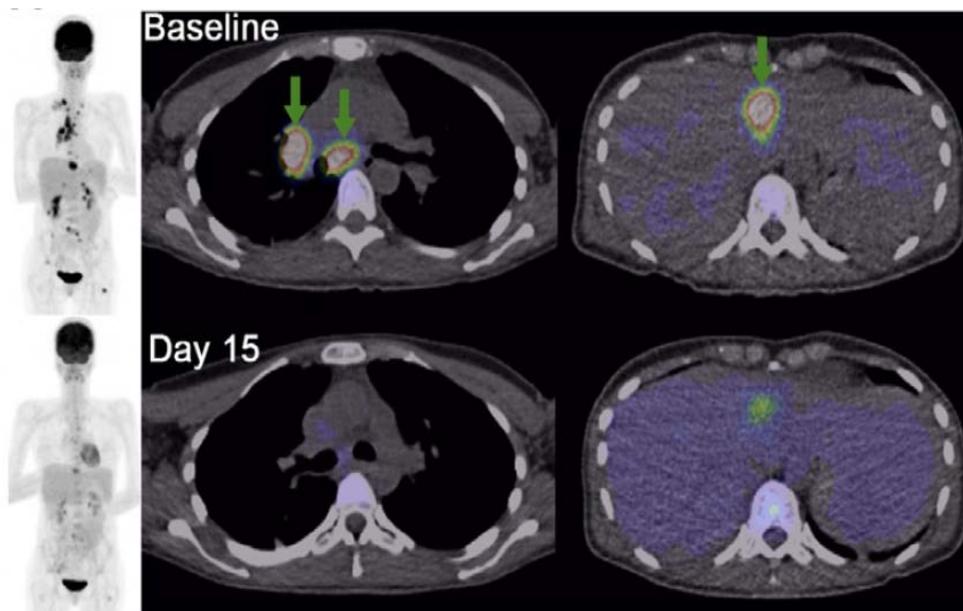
Exemplarische FDG-PET-Aufnahmen (Studienbeginn und Tag 15) eines mit Dabrafenib behandelten Studienpatienten: zwei Läsionen zeigen ein vollständiges metabolisches Ansprechen, eine dritte Läsion ein partielles metabolisches Ansprechen (aus ¹⁰⁰Carlino et al. 2012)
